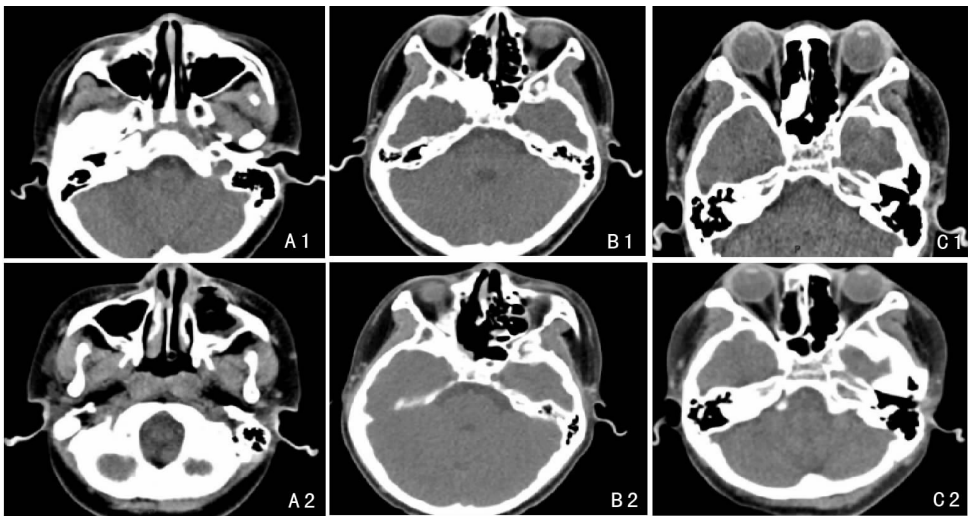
患者术前及术后1周CT对照 A1:术前左侧上颌窦骨瘤压迫鼻泪管,导致患者溢泪症状出现;A2:完全切除压迫鼻泪管的骨瘤术后,溢泪症状消失;B1:术前右侧蝶窦骨瘤压迫视神经导致视力下降;B2:右侧蝶窦骨瘤切除术后,视力较前有所提高;C1:术前右侧筛窦骨瘤导致头痛;C2:完全切除右侧筛窦骨瘤术后,头痛症状消失
